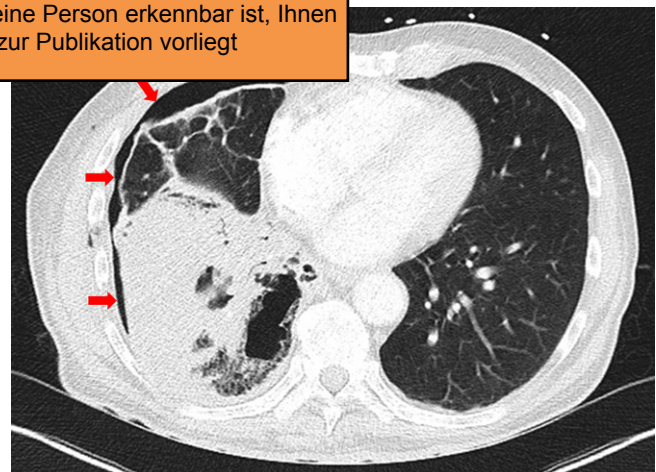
▲ Computertomographie des Thorax (transversal) nach Platzieren der Thoraxdrainage: Konsolidierung des rechten, unteren Lungenlappens, welche einem Lungenabszess entspricht, sowie residueller Pneumothorax (rote Pfeile)
